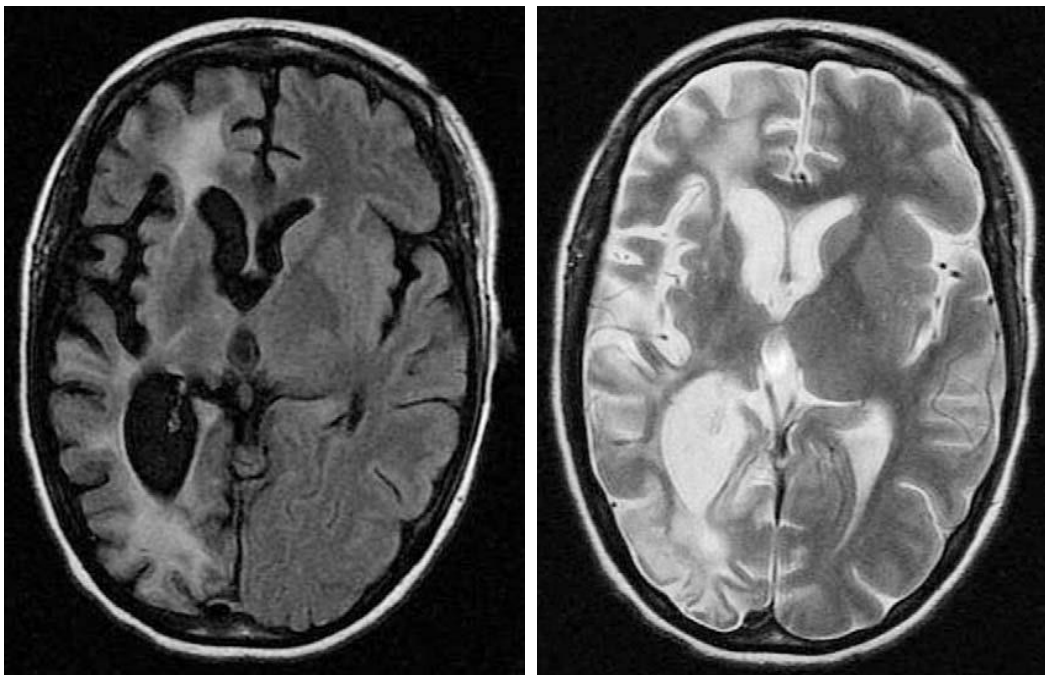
Coupes axiale en séquence FLAIR (à gauche), séquence T2 (à droite) : hémiatrophie cérébrale droite avec atrophie de la tête du noyau caudé et du noyau lenticulaire droit, et plage en hypersignal de la substance blanche homolatérale : Séquelles d'encéphalite de Rasmussen (IRM) (125).
